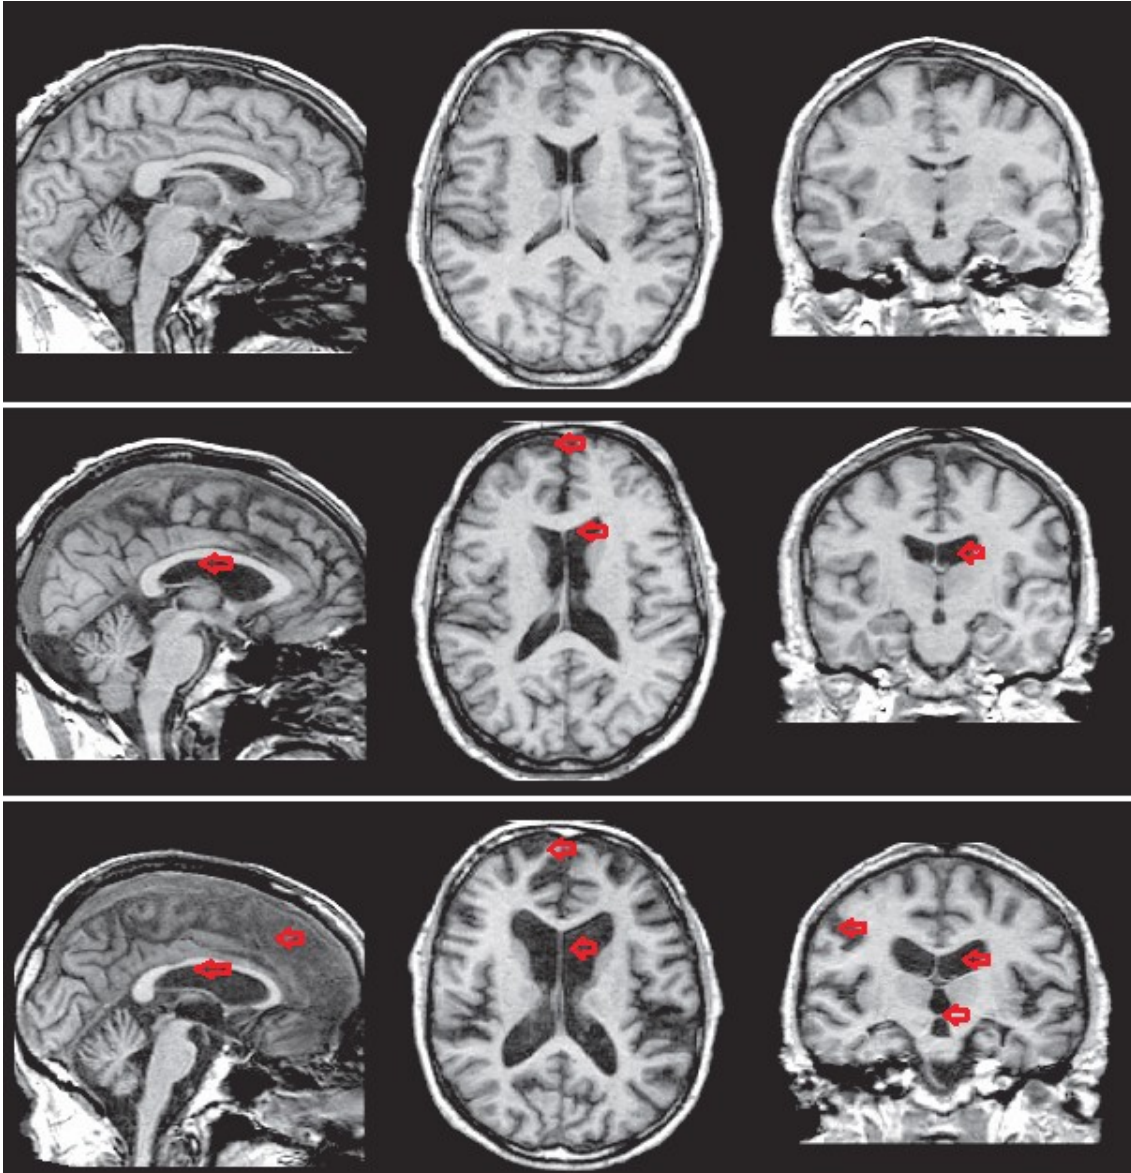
Imágenes de resonancia magnética (MRI) de un hombre sano de 63 años (a), un hombre alcohólico de 59 años (b) y un hombre de 63 años con síndrome de Wernicke-Korsakoff (c). La primera columna muestra una vista sagital, la segunda una vista axial y la última una coronal. Se puede observar un agrandamiento de los ventrículos en los individuos b) y c), lo que indica una reducción en el volumen del tejido nervioso. Las flechas rojas señalan los cambios más evidentes en los individuos alcohólicos en comparación con el control. (Modificada de Zahr *et al.*, 2011).
